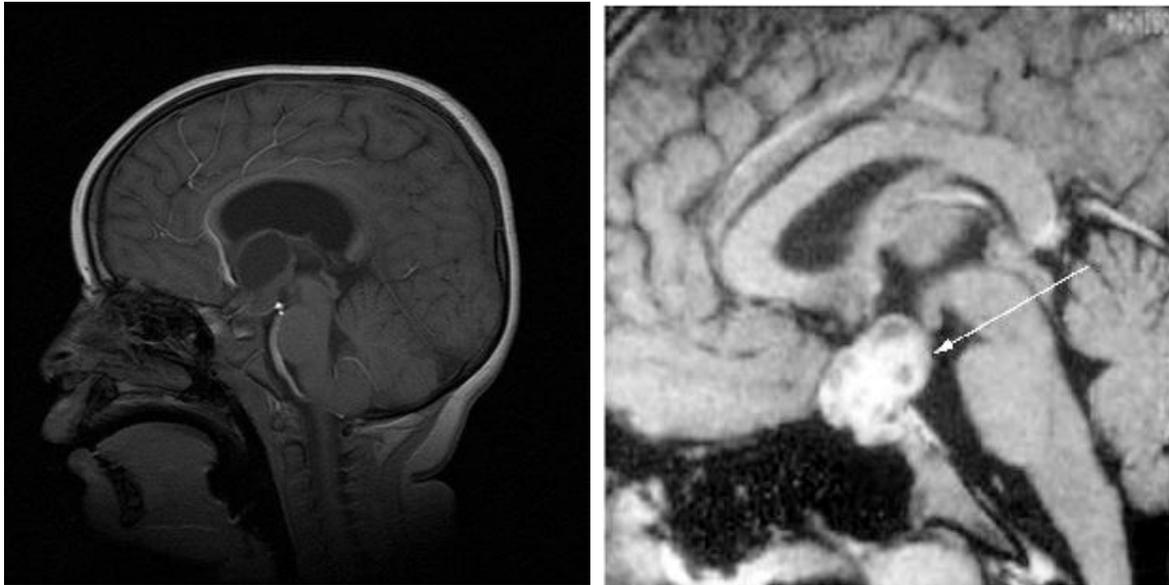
IRM (Image calcique, charnue, kystique) (Yassine, 2012)
